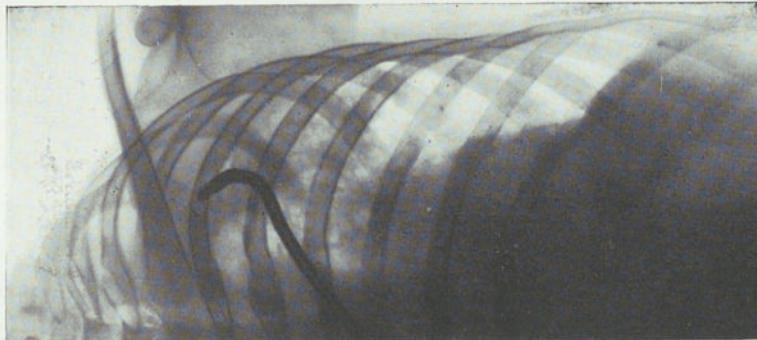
Radiografía del 4-VII-39.
